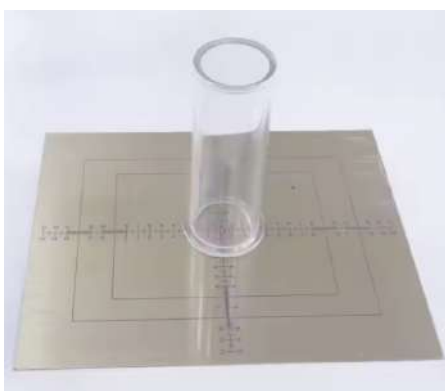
fantôme d'alignement et de collimation en radiographie
